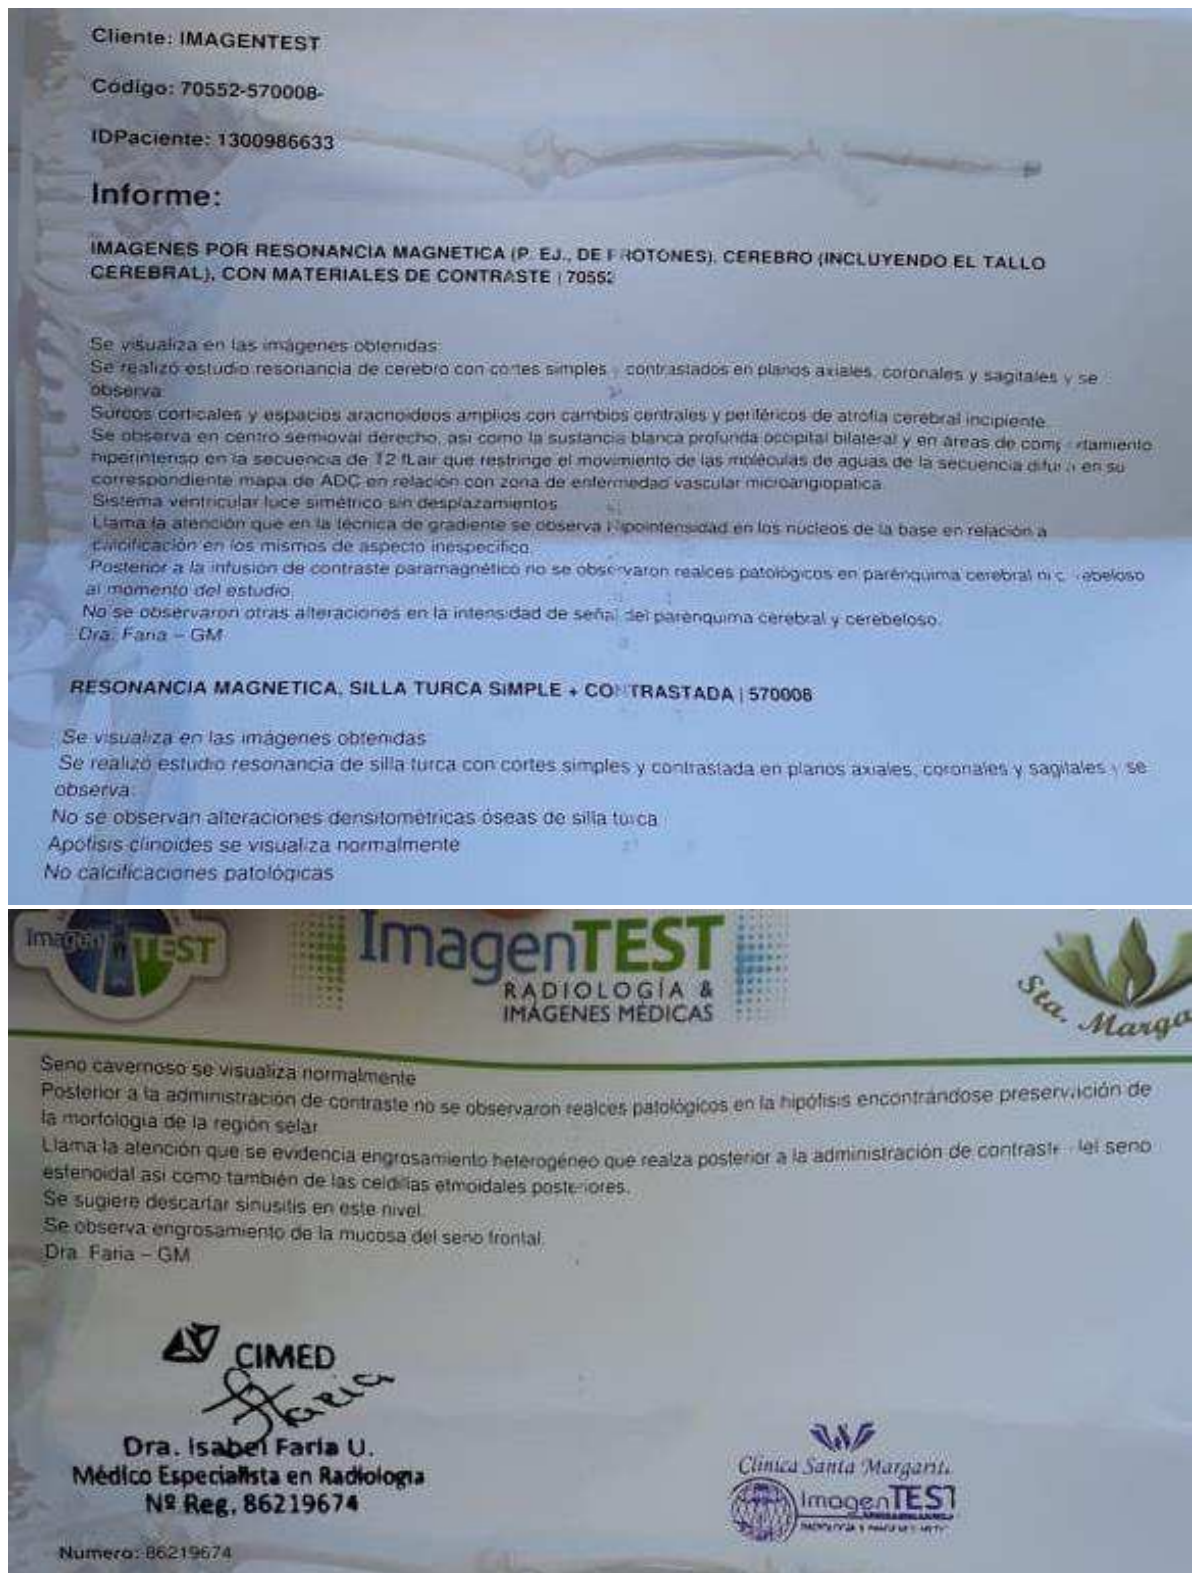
Informe de la resonancia magnética simple y contrastada de silla turca realizada al paciente
